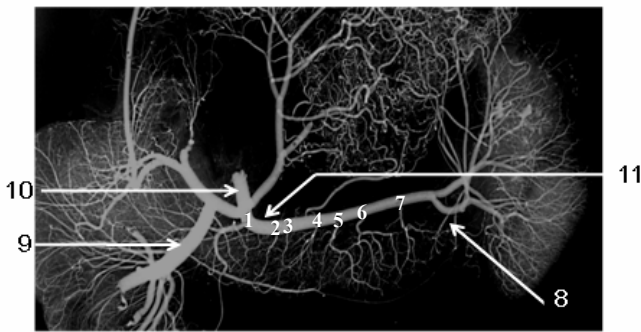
Рентгеноангиограмма ПЖ человека.
